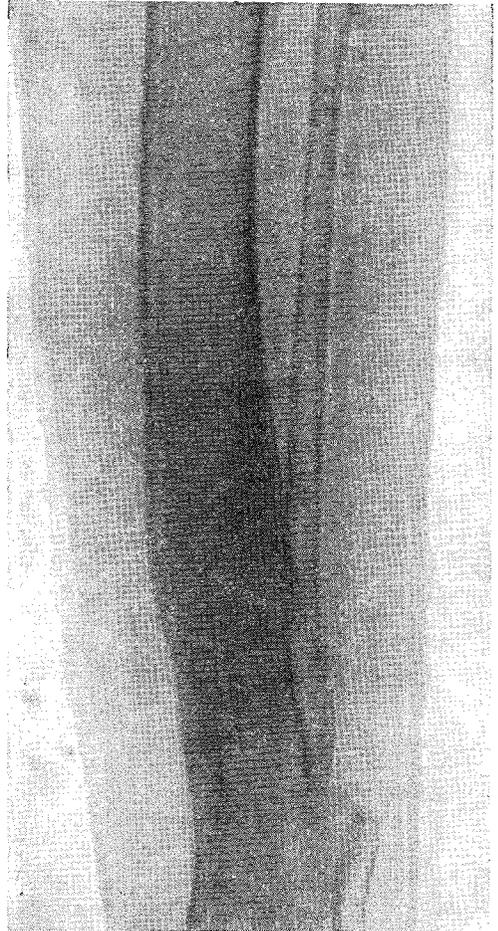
На рентгенограмме определяется полное слияние трансплантата с большеберцовой костью; ложный сустав малой берцовой кости, на которой вторичная операция не производилась (больной В. О.)
